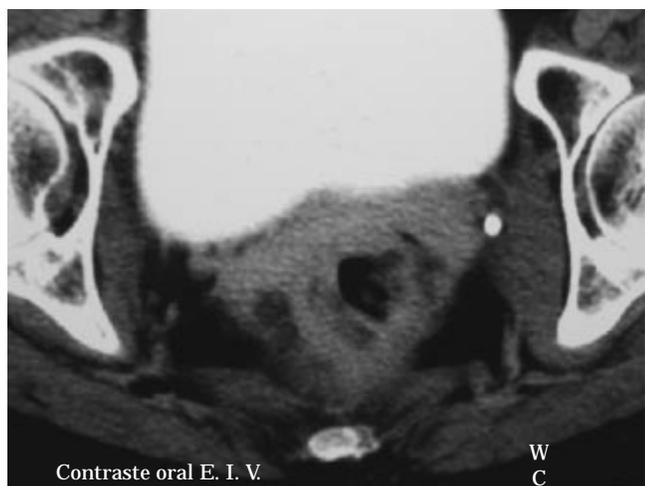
En la tomografía computada se corroboró la presencia de una lesión dependiente de los planos profundos de la pared intestinal, con un componente endoluminal, que deforma la pared posterior y lateral de la parte más distal del recto, y borramiento de los tejidos grasos.
